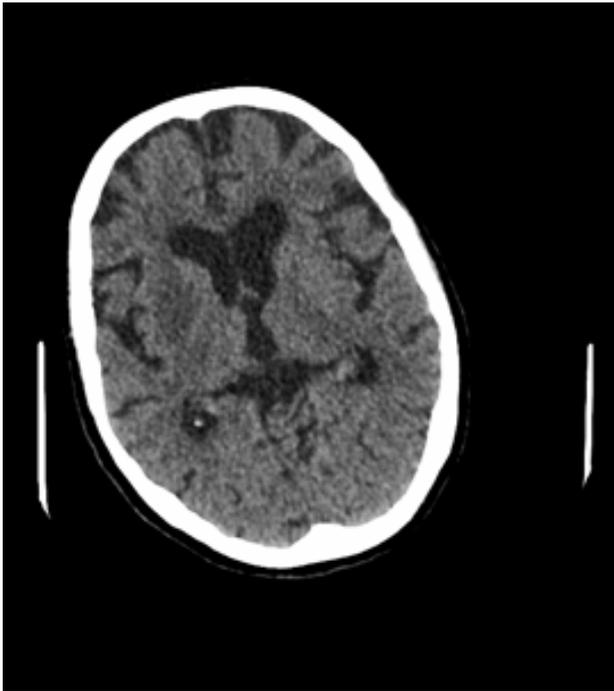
TC simple de control una semana después. Se observa un hipodensidad en el núcleo lenticular derecho, correspondiente con isquemia residual
